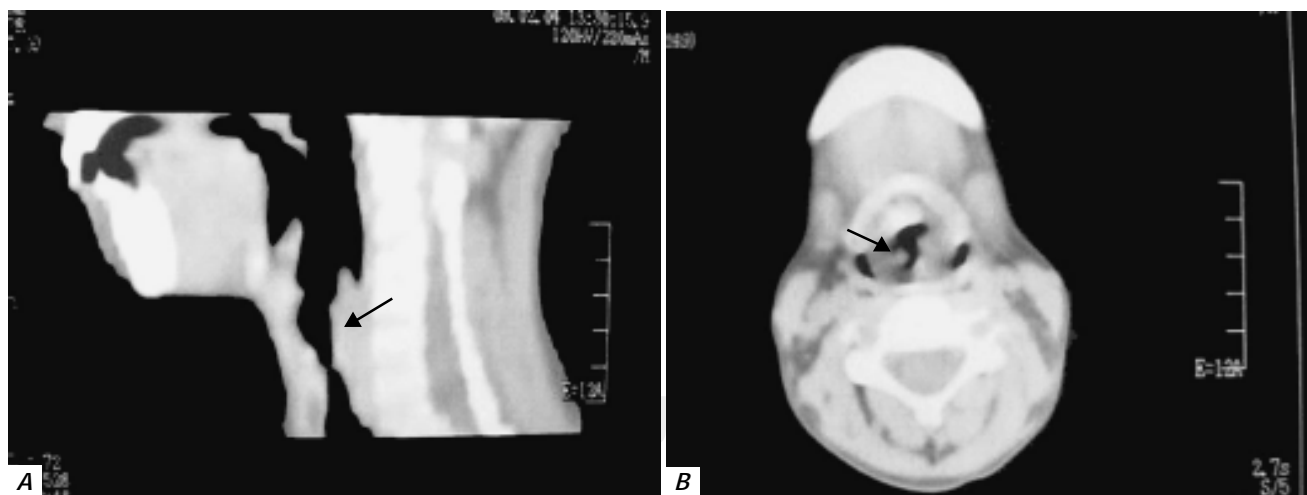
A) Imagen compuesta de TAC, se observa masa tumoral homogénea a nivel de supraglotis que obstruye la luz laríngea, B) la flecha señala masa ocupativa laríngea que estrecha su luz.
